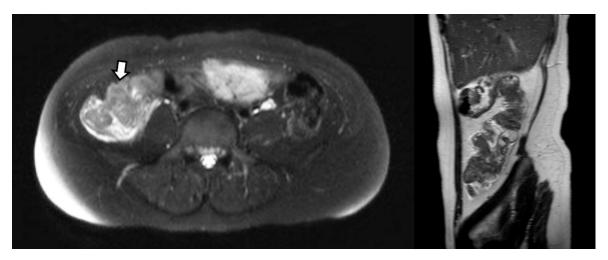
Pathologic asymmetric colon wall thickening (arrow) was observed but there was no definite intussusception in the first magnetic resonance imaging.
